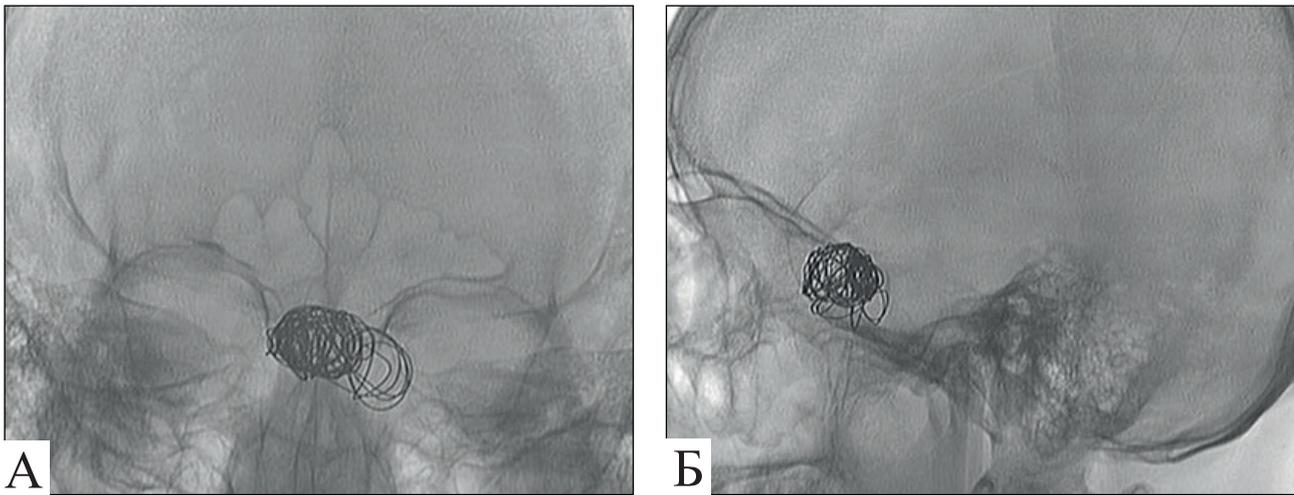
Рентгенокраниоскопия пациента К. после первой операции (А — прямая проекция; Б — боковая проекция)
